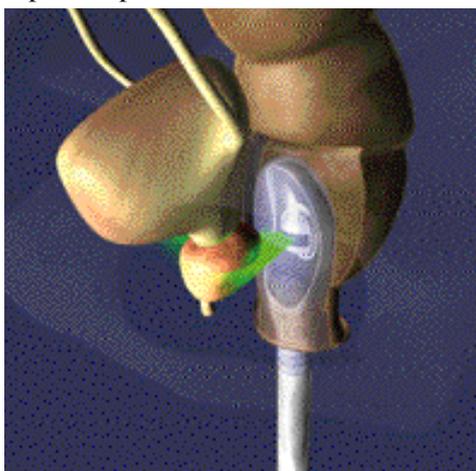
Représentation par synthèse d'images d'un dispositif ultrasonore pour le traitement du cancer de la prostate. En vert, image échographique, en bleu transducteur haute énergie. (société EDAP-TMS, France).
